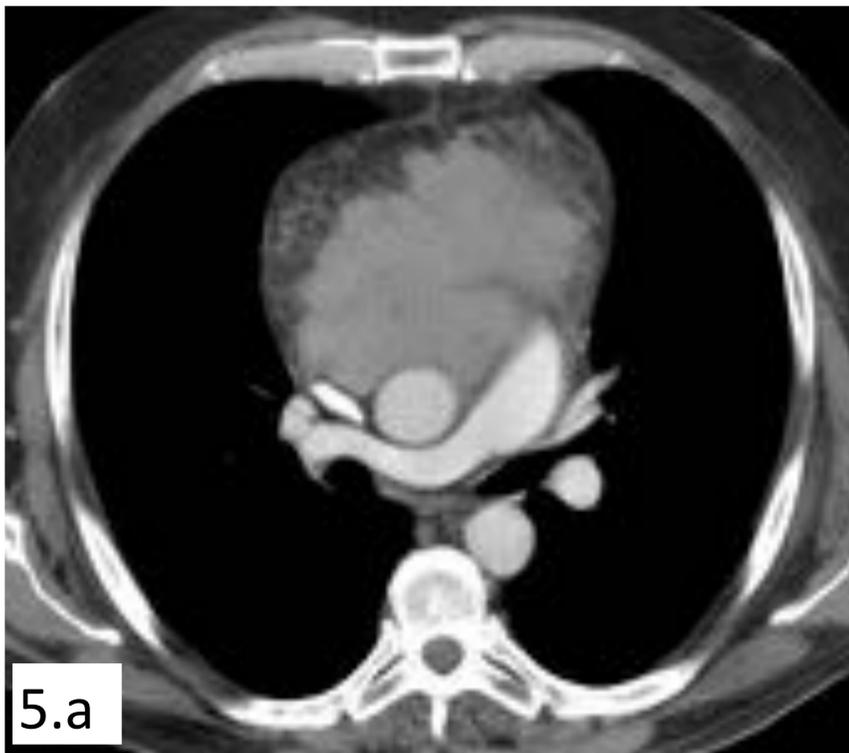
Timoma invasor. TC torácica plano axial con contraste IV que muestra una masa mediastínica anterior que ocupa el espacio prevascular y la ventana aortopulmonar, que presenta densidad heterogénea con componente necrótico y sólido que infiltra pared torácica y mediastino, asociando derrame pleural bilateral.
